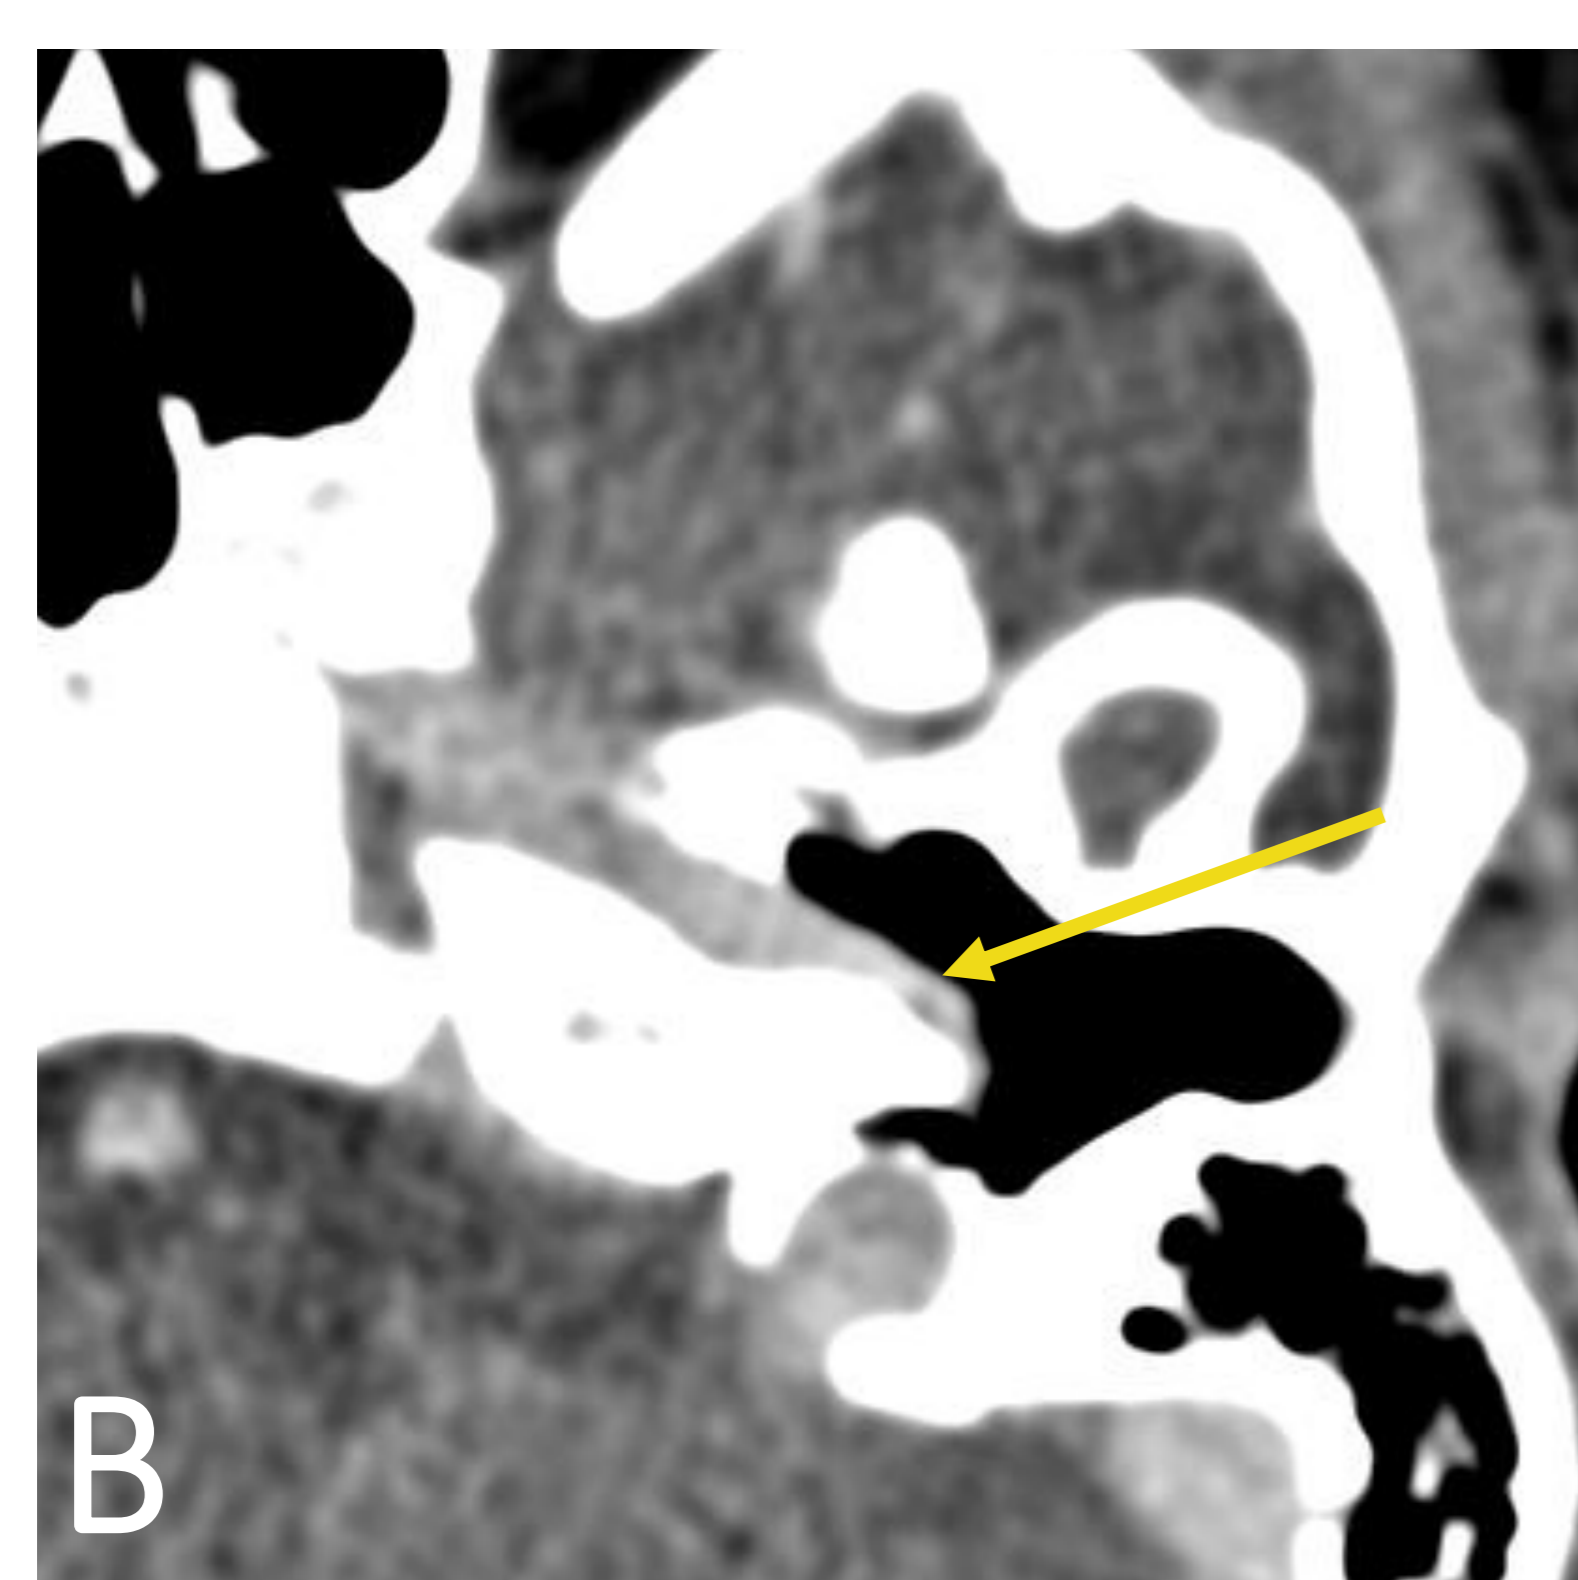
A y B. TC axial con filtro óseo y de partes blandas. Ausencia de cobertura de la carótida con extensión hacia la caja del tímpano.
